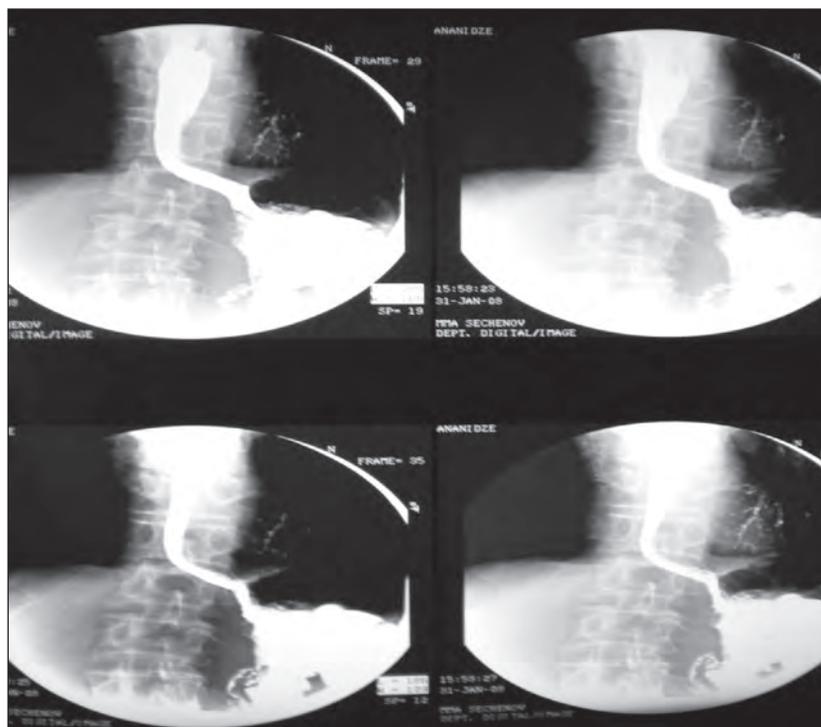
Рентгенологическое исследование пищевода после пневмокардиодилатации
